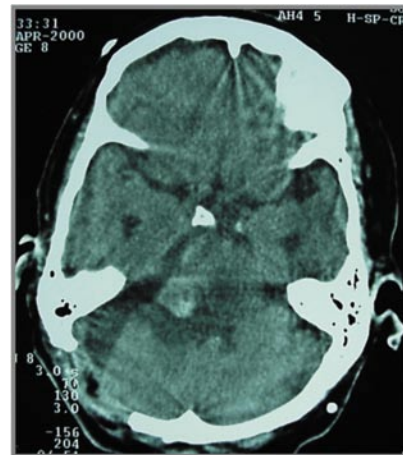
TC pós-operatória (corte axial com contraste). Remoção total da lesão. Observar a descompressão do tronco e o realinhamento do quarto ventrículo, bem como a presença de sangue no leito tumoral.
